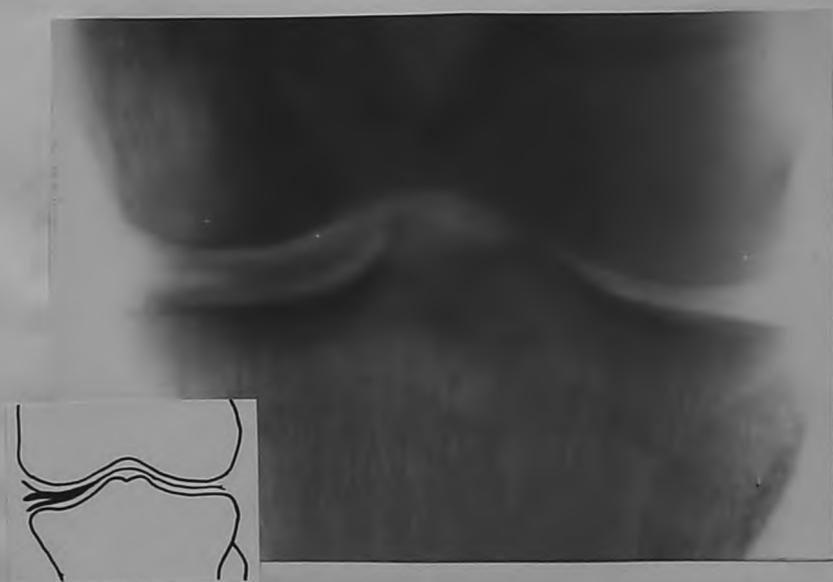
а. Рентгенограмма левого коленного сустава с кардиотрастом. б. Удаленный внутренний мениск больной Л.
